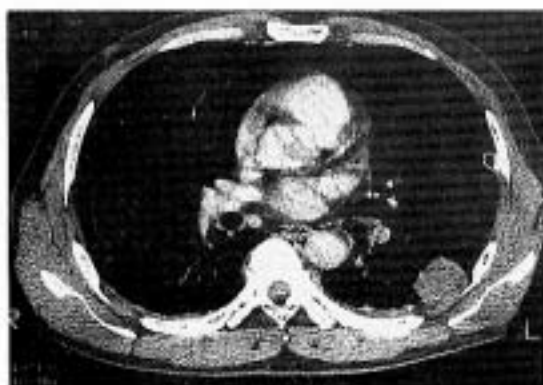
Chest CT showing relatively well defined homogeneous solid mass, measuring 3×2.5cm, which is attached to the pleura.
